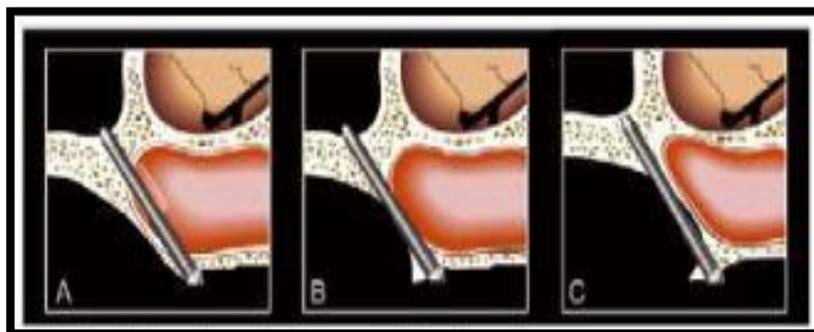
Variações das técnicas para fixações zigomáticas (MIGLIORANÇA RM et al., 2006).
